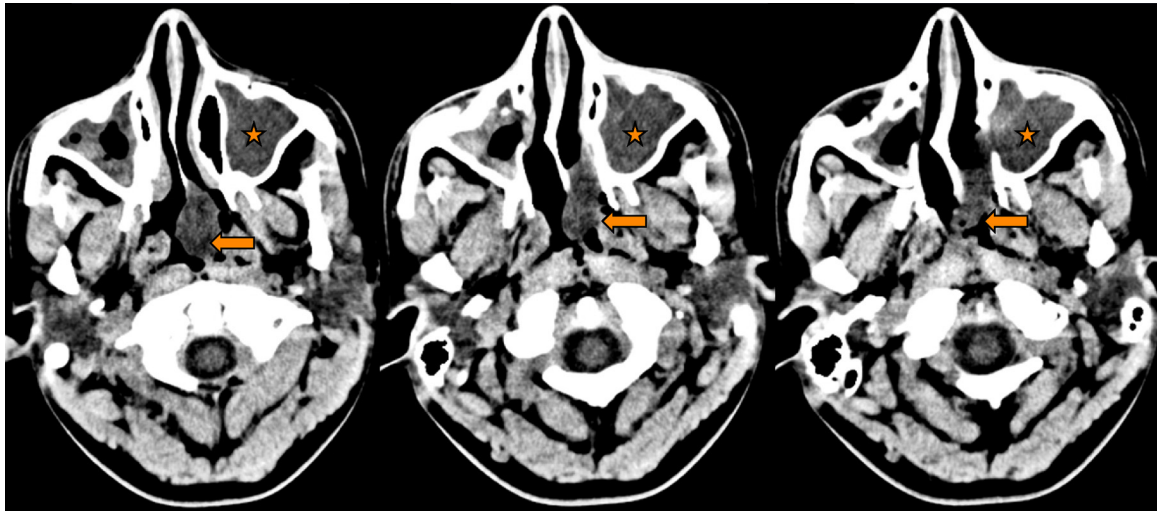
TC craneal: se aprecia una masa sólida que desde el seno maxilar izquierdo (estrella) se introduce por la fosa nasal hasta la coana izquierda (flechas).
